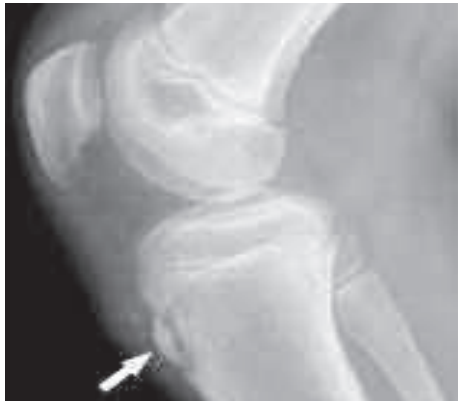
"Sindrome di Osgood-Schlatter". Radiografia in proiezione laterale del ginocchio che dimostra l'apofisite del tubercolo tibiale anteriore che appare frammentato (freccia).
